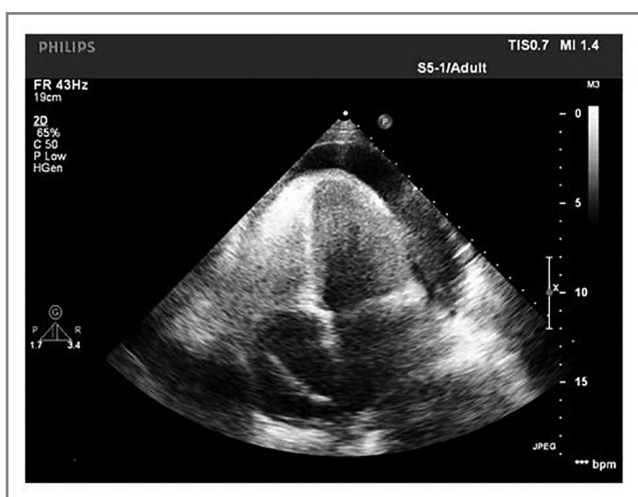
Эхокардиограмма больной К.
